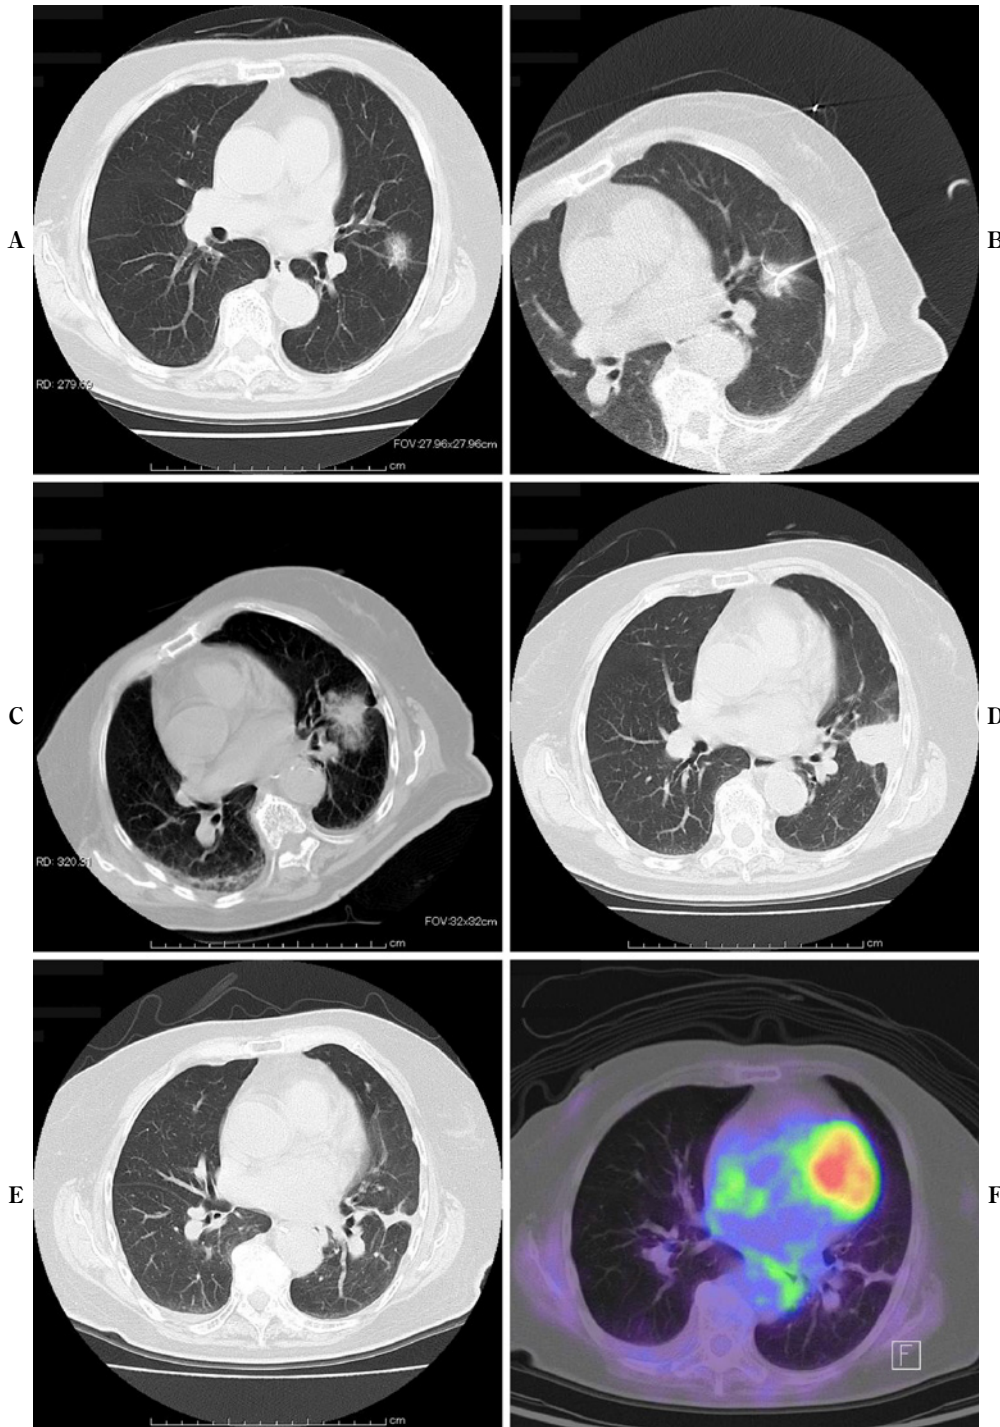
A: A well-differentiated adenocarcinoma in the left lower lung lobe is depicted on a chest CT scan. B: CT scan showing an expanded electrode measuring 4 cm in diameter being inserted into the tumor. Slight pneumothorax is observed. C: Immediately after RFA, the tumor is fully surrounded by ground-glass attenuation on a CT scan. D: CT scan obtained four months after RFA showing the ablated area as a solid shadow measuring 4 cm in diameter. E: CT scan obtained 12 months after RFA showing the ablated area as a small liner shadow. F: FDG PET-CT scan obtained 24 months after RFA showing no accumulation of FDG in the ablated area. The patient exhibited no recurrence or metastasis for seven years after ablation.
